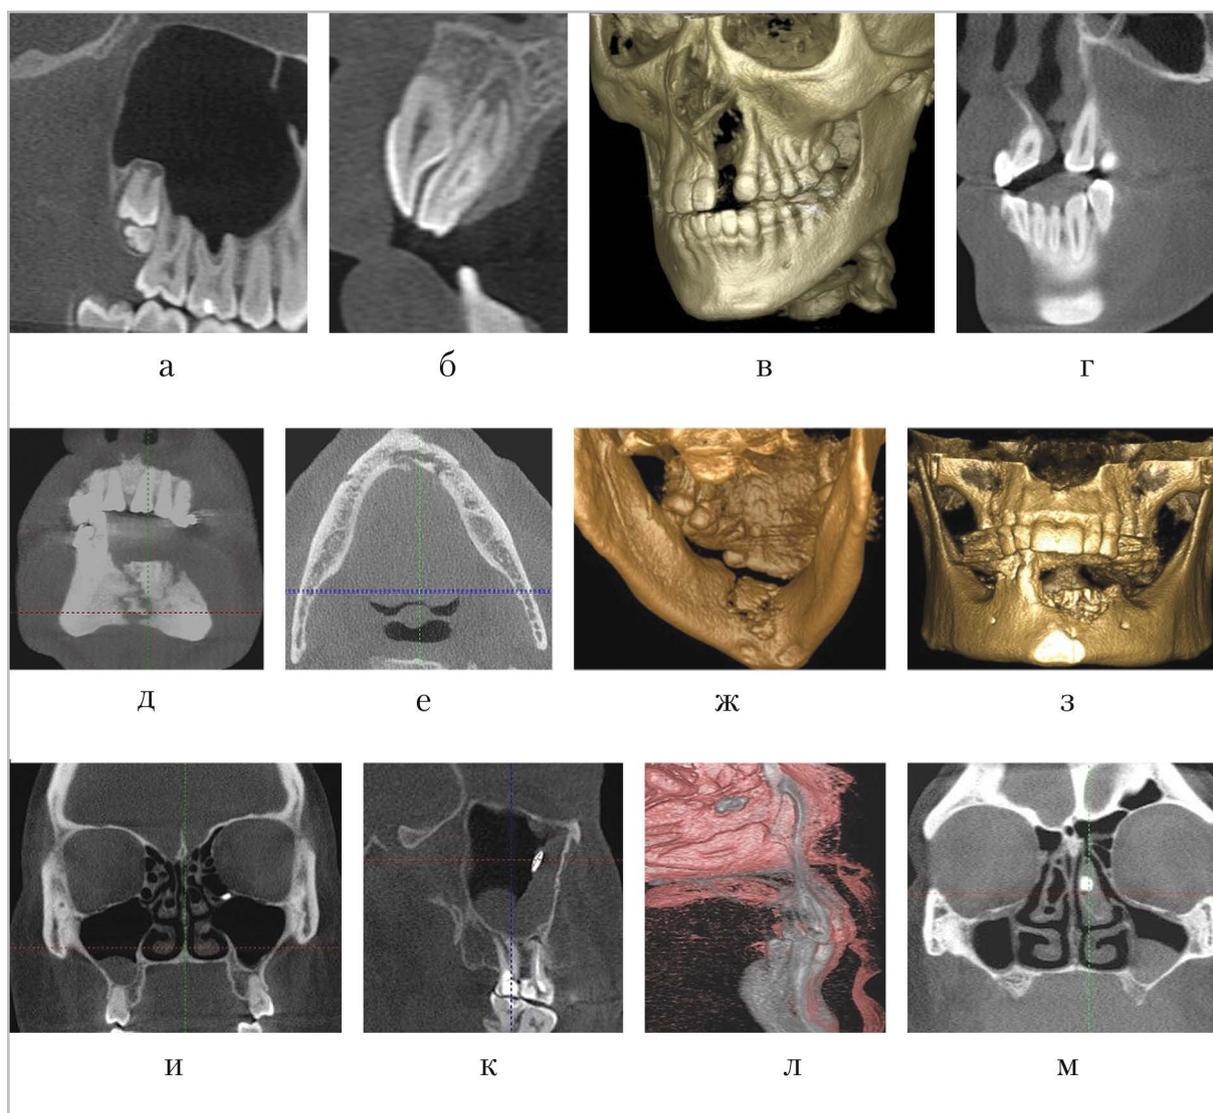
КЛКТ-томограммы. Возможности визуализации различных патологических состояний: *а — г* — аномалии и пороки развития; *д — з* — воспалительные заболевания; *и — м* — изменения слизистой оболочки околоносовых пазух
